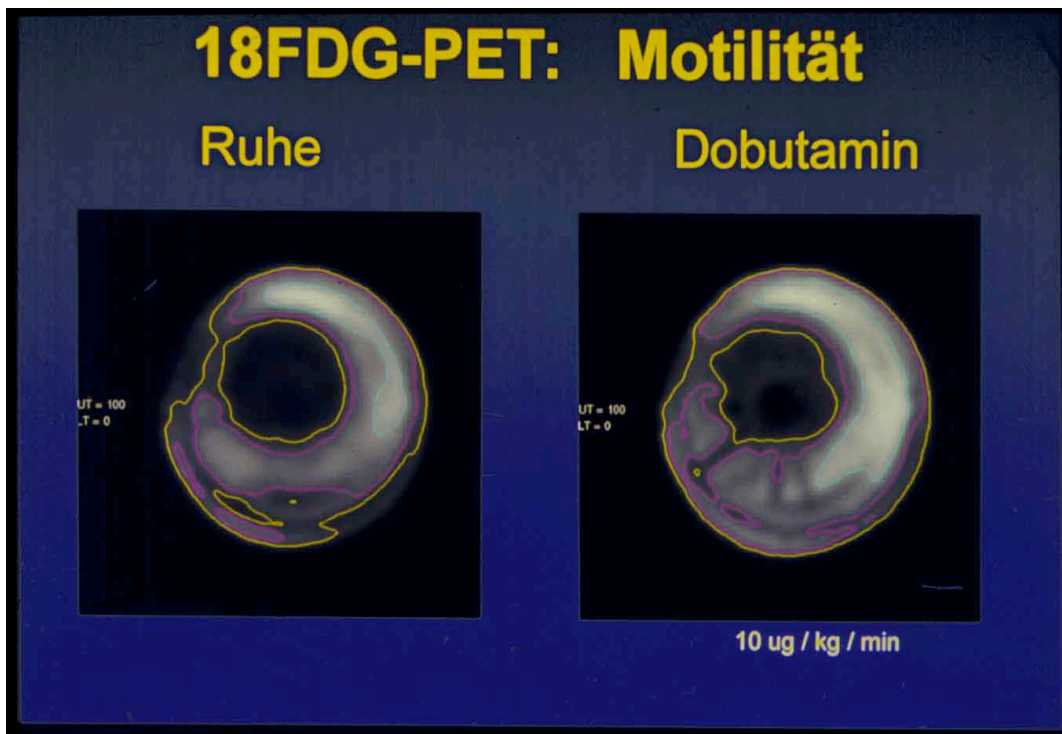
PET-Motilitäts-Pfannkuchen in Ruhe und unter Dobutamin-Gabe.
